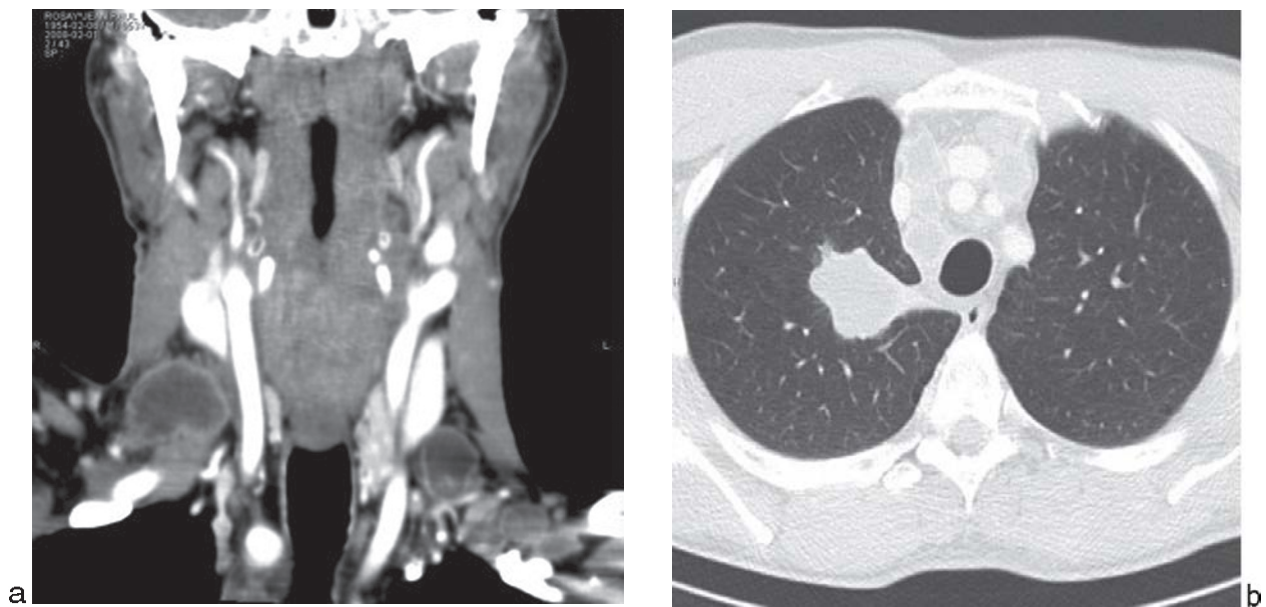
TDM d'un patient présentant des adénopathies isolées des groupes IV droit et gauche et en sus-claviculaire gauche [155].
